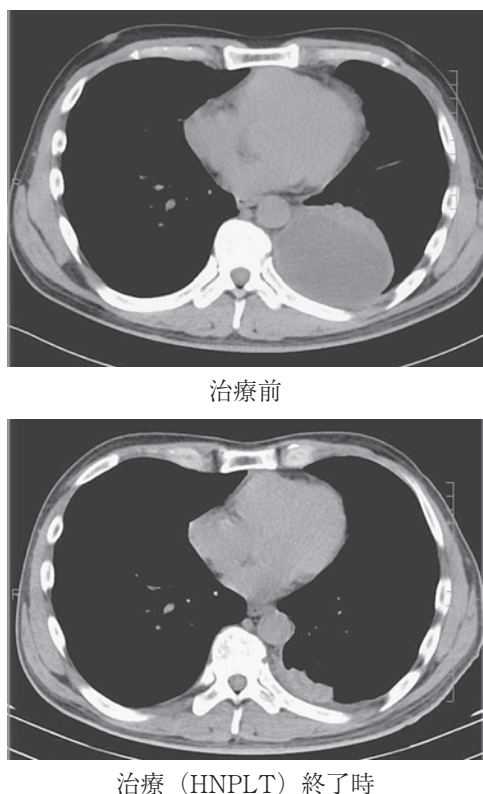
症例1の治療前と治療 (HNPLT) 終了時のCT
